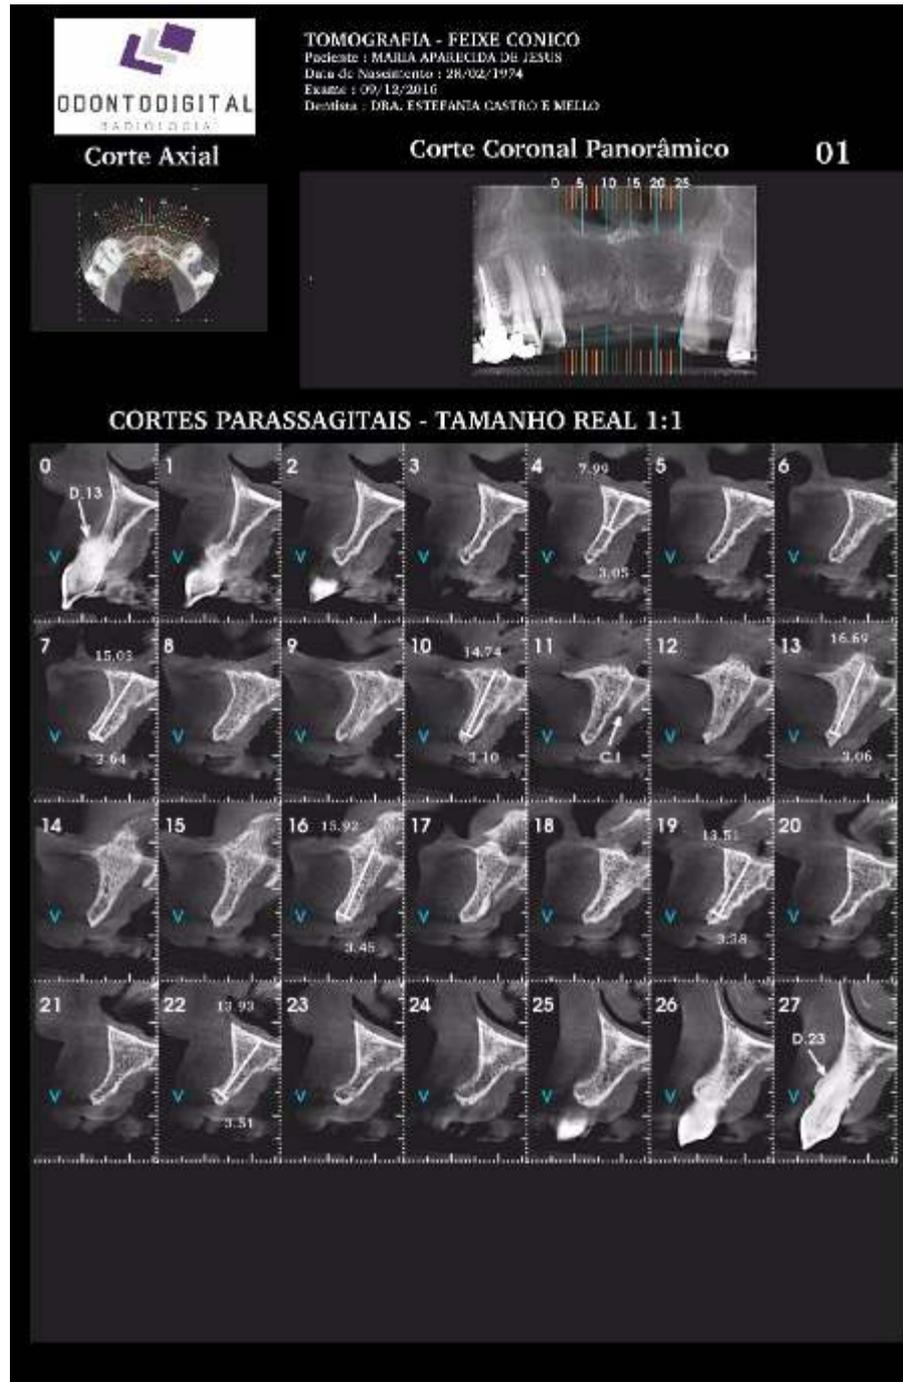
Tomografia computadorizada para o planejamento cirúrgico dos implantes.
